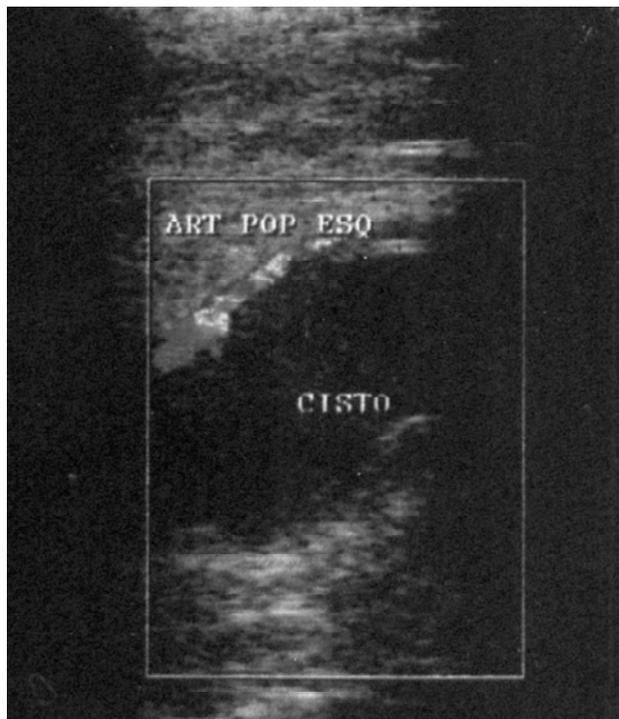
Eco-Doppler: presença de cisto comprimindo a artéria poplítea.
